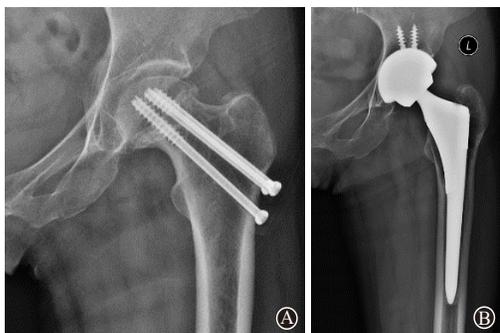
股骨颈骨折内固定术后X线片:A为空心钉内固定术后股骨头坏死;B为全髋关节置换术后18月
